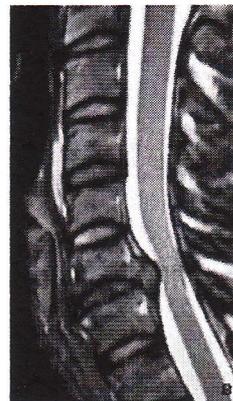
Imagerie d'une hernie molle postérolatérale C5-C6G. A. Scanner avec injection : Image en cocarde. B. Même patient en IRM axiale en séquence T2. C. IRM sagittale en séquence T2.
